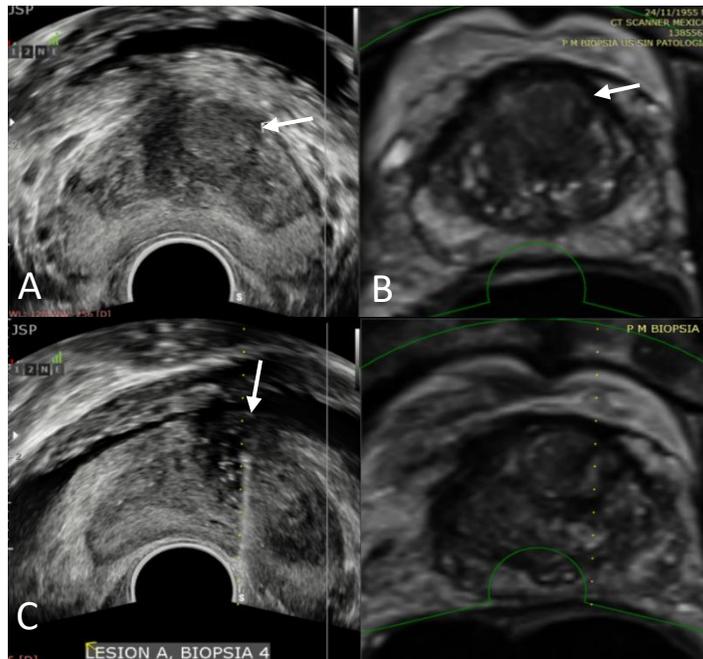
Biopsia por fusión en paciente masculino de 70 años con APE de 6.13 ng/mg. Se muestra en la imagen (A) una la lesión nodular hipoecoica en zona central correlacionándose en RM (B) como una zona hipointensa mal definida por RMN categorizada como PIRADS 4. En las siguiente imagen(C) se muestra el trayecto de la toma de biopsia (flecha en imagen C).
